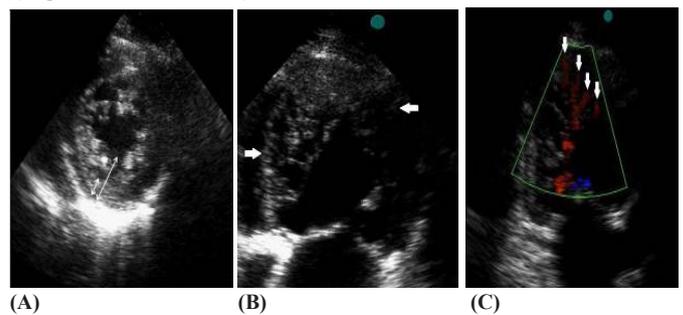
(A) A razão do miocárdio não compactado com miocárdio compactado no final da sístole é $> 2:1$. (B) Localização das trabéculas geralmente nas paredes apical/lateral, média/inferior do ventrículo esquerdo. A maioria dos segmentos não compactados é hipocinética. (C) Doppler colorido pode ser identificado fluxo entre os recessos intertrabeculares.
